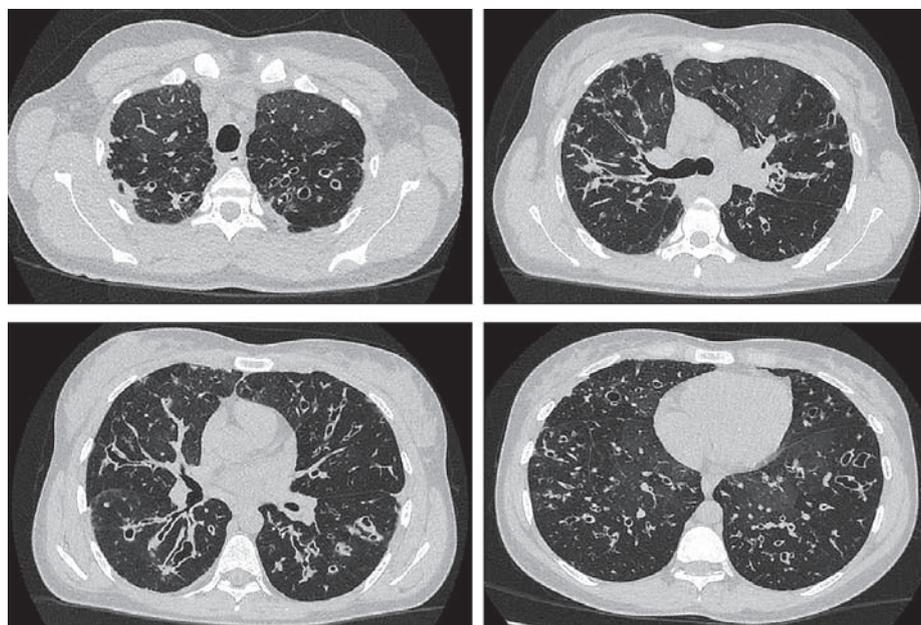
Компьютерная томограмма пациентки Н. 1984 года рождения
